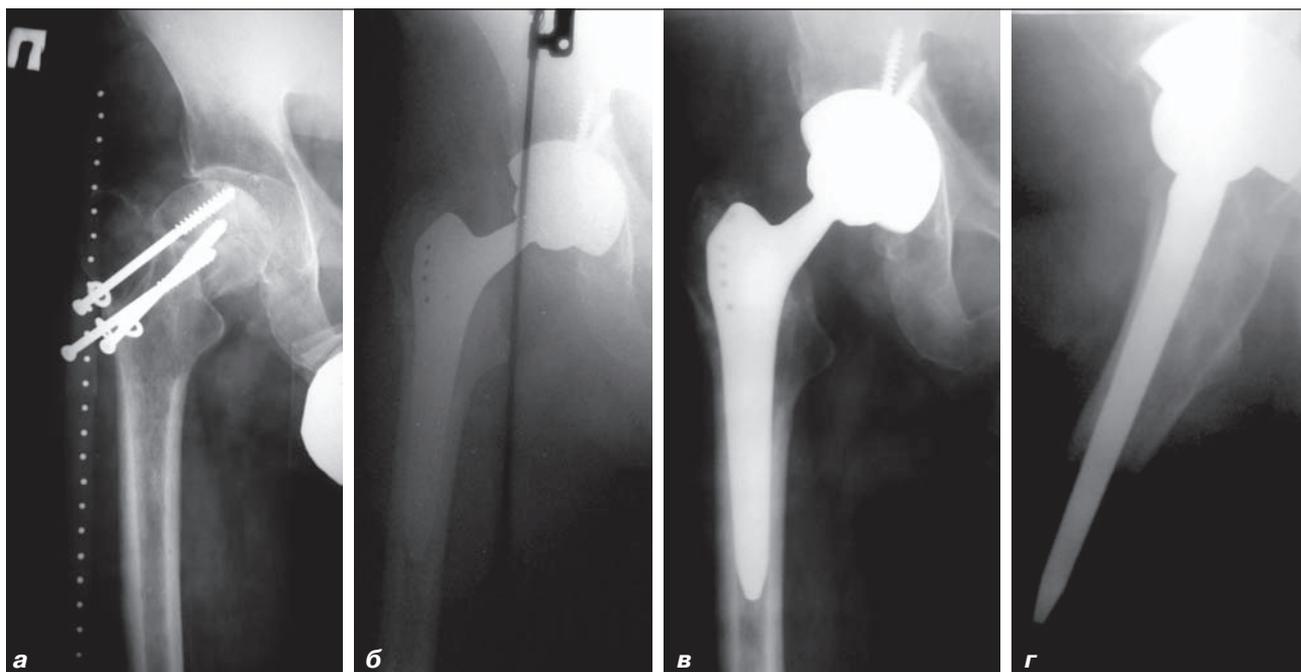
Фотоотпечатки рентгенограмм больного Я., 42 года: а — ложный сустав шейки правой бедренной кости, состояние после несостоятельного остеосинтеза перелома шейки правой бедренной кости; б — после эндопротезирования; в, г — через 2 года после эндопротезирования
